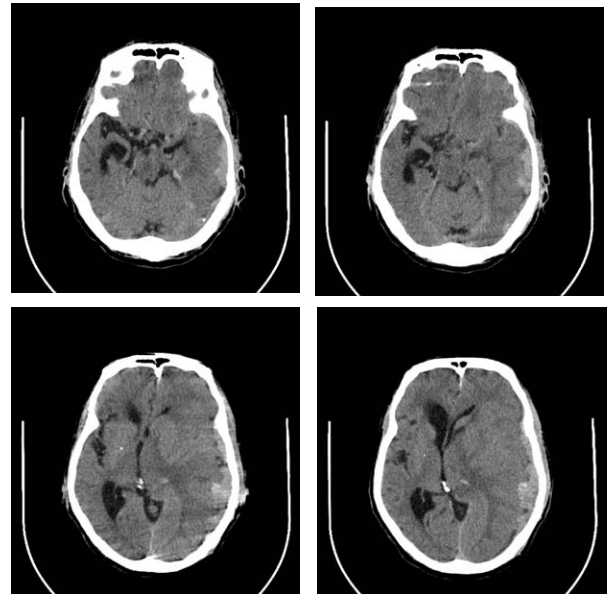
TAC simple de cráneo. Colección subdural izquierda, desde el plano temporo-basal hasta la convexidad. Compresión, deformidad y estrechamiento de las cavidades ventriculares, surcos vecinos y demás estructuras. Desplazamiento de la línea media. Distorsión de las cisternas peritroncales.
